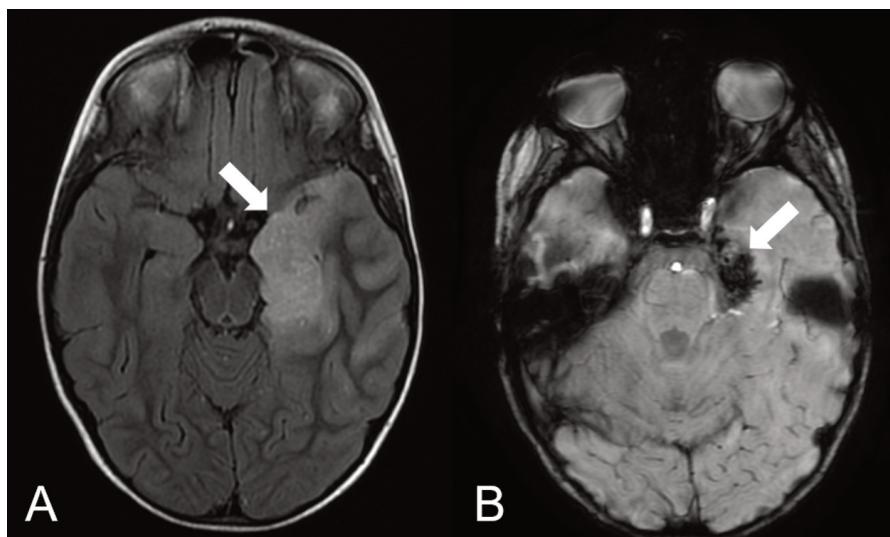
Le immagini di Risonanza Magnetica mostrano un'area di iperintensità FLAIR in regione temporo-mesiale sinistra (A), associata ad alcuni depositi ematici in SWI (B). La sede della lesione, l'unilateralità e la presenza di componenti emorragiche sono caratteristiche tipiche dell'encefalite erpetica.
